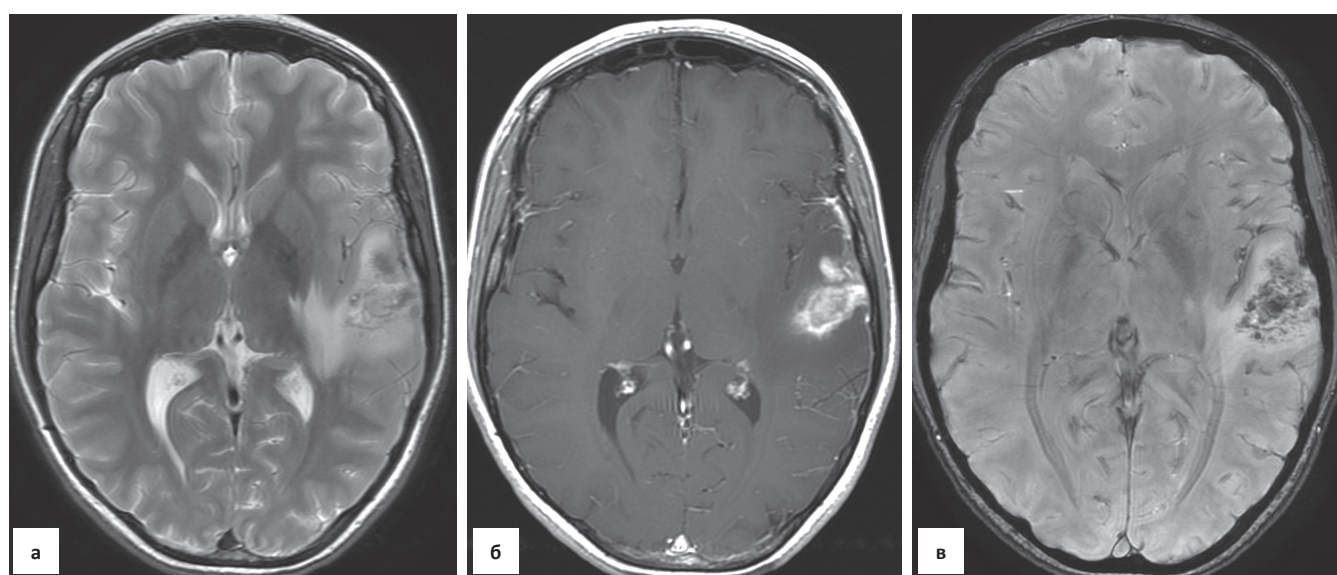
Венозный тромбоз левого поперечного синуса (не показан). На серии МРТ в режиме T_2 (а), T_1 после введения контрастного вещества (б), SWAN (в) визуализируется участок неоднородного повышения МР-сигнала на T_2 , выраженного накопления контрастного вещества, симулирующего опухолевой процесс на T_1 . В режиме SWAN определяются геморрагические очаги с гипоинтенсивным сигналом в зоне венозного инфаркта
